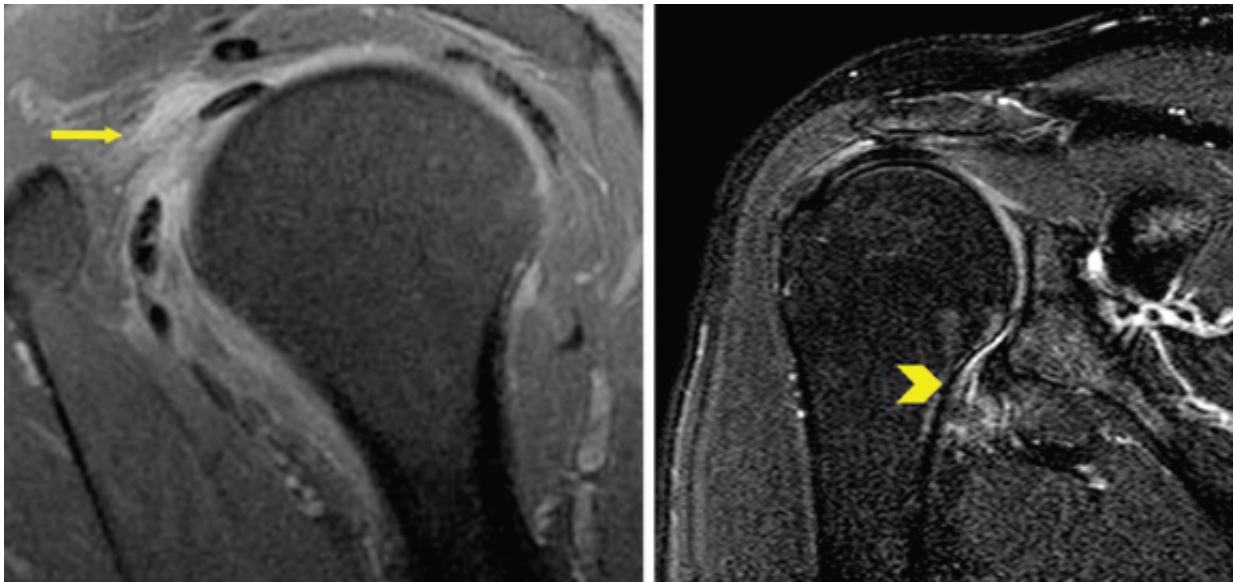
Capsulite adesiva. Ressonância magnética de ombro revelando edema na topografia do intervalo dos rotadores (*seta*) e no recesso axilar (*ponta de seta*).
